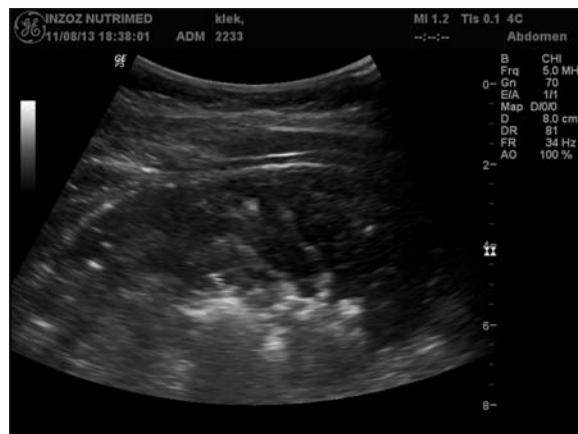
Initial ultrasound examination used for the location of the stomach – 3.5 MHz probe.
